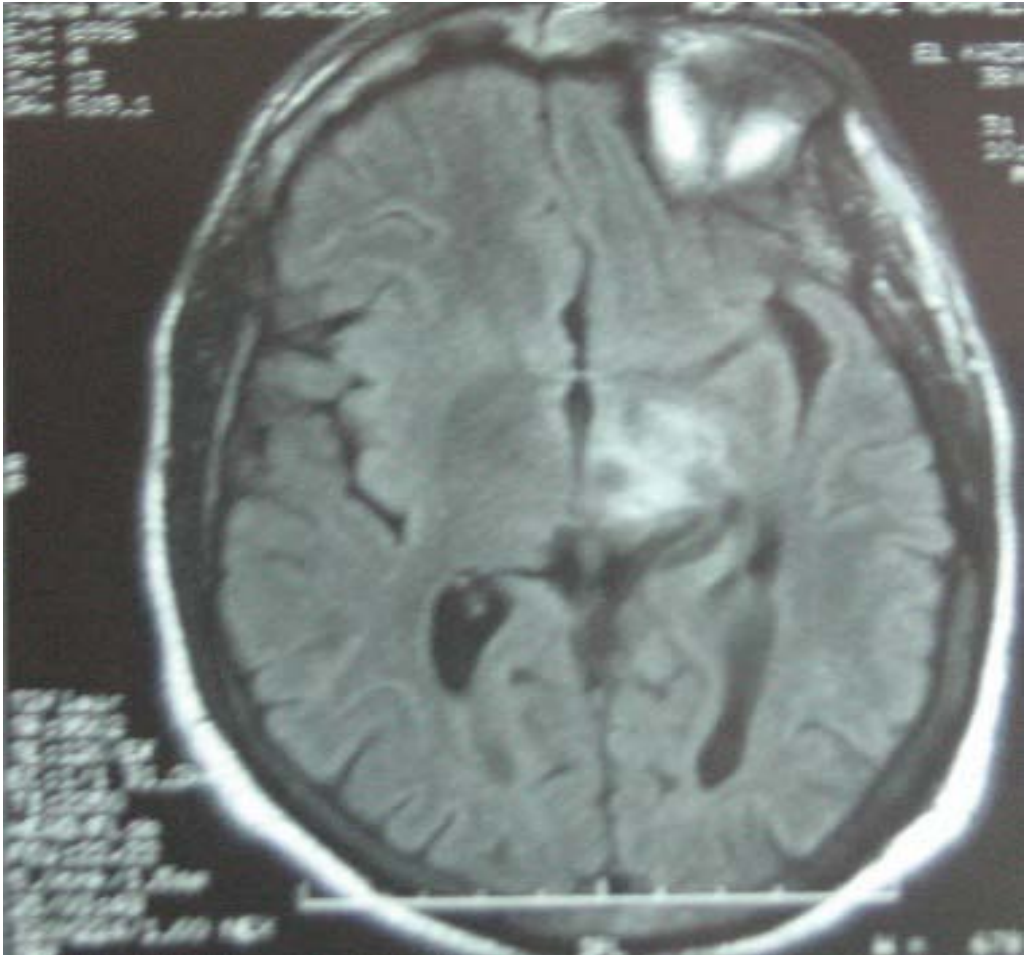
IRM cérébrale en coupe axiale en séquence pondérée T2 et Flair montrant un hypersignal du SSS.
